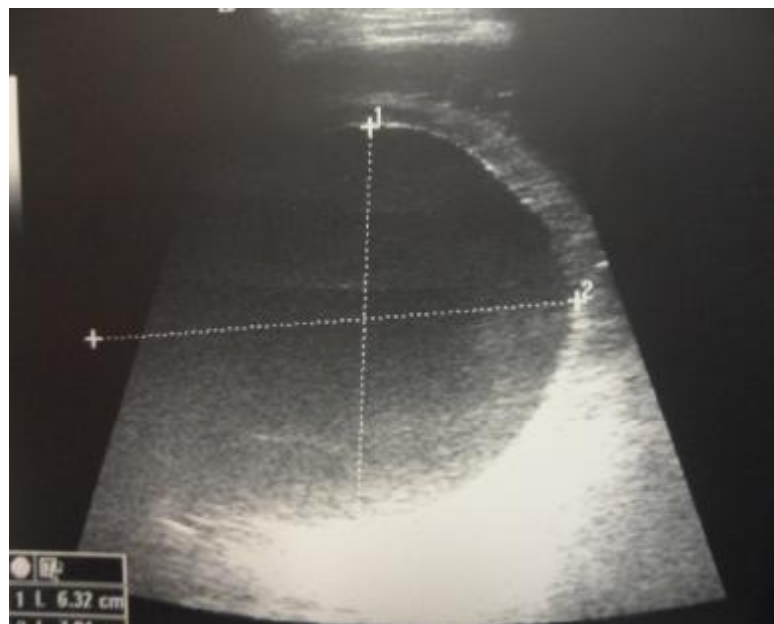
échographie thoracique : image d'un KHP basithoracique droit avec un contenu anéchogène et renforcement postérieur chez un garçon de 10 ans
